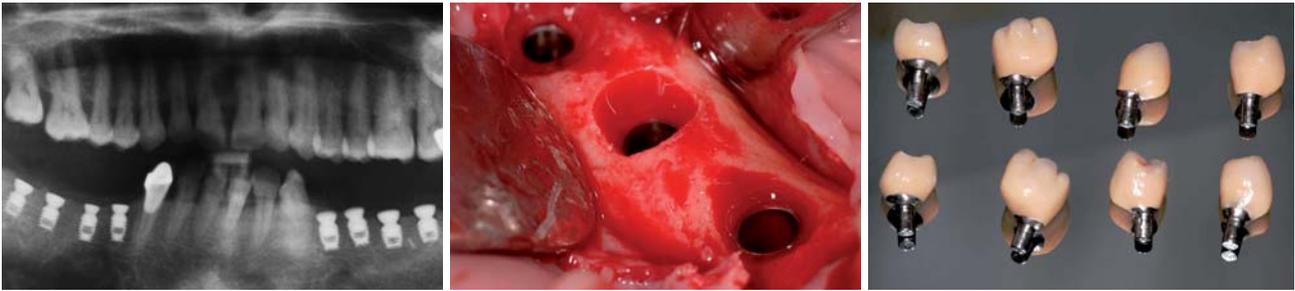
Röntgenaufnahme nach Implantation. – Abb. 10: Nach Freilegung und Entfernung der Einheilpfosten. – Abb. 11: Fertiggestellte Schrauben-, zement- und spaltfrei integrierte Abutment Kronen (IAC).
